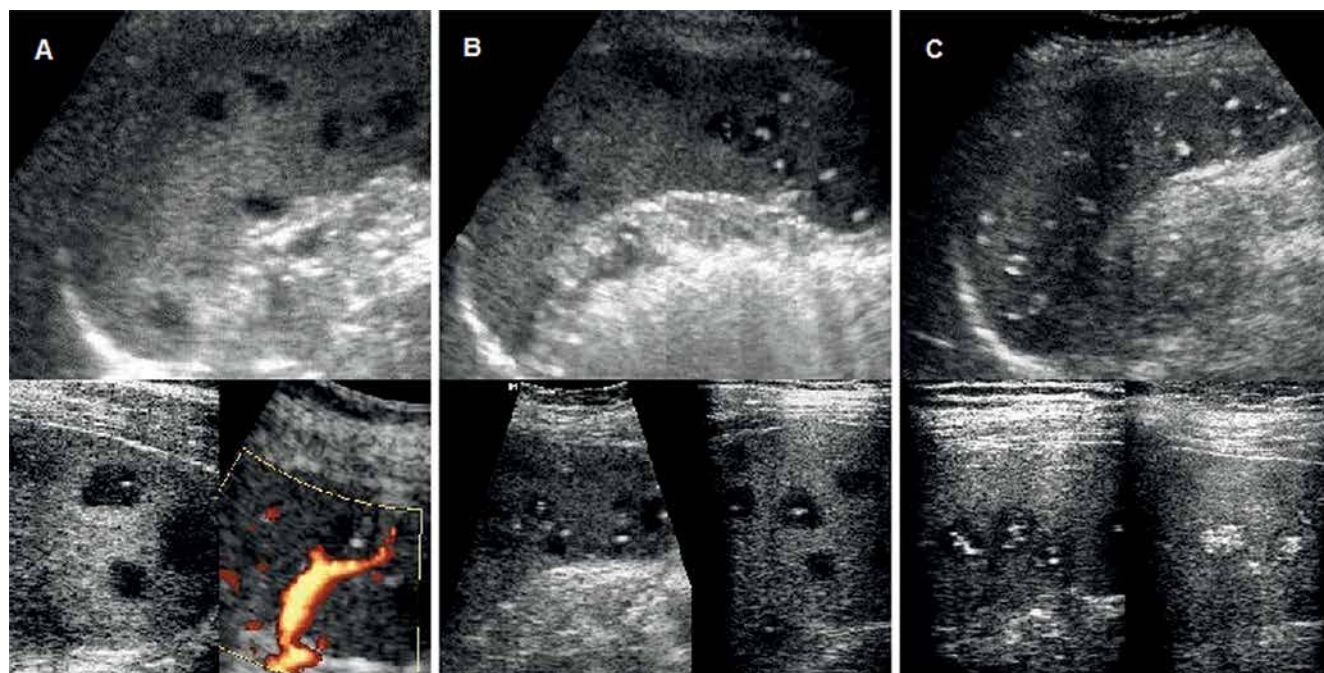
Ultrasound image of the splenic manifestation of suspected bartonellosis: A. disseminated, oval, anechoic and non-vascularized lesions 4 weeks after the onset of fever; B. more numerous lesions, most of which contain hyperechoic intrusions; some neighboring lesions fuse – 16th day of treatment; C. regression of the lesions with residual irregular calcifications – after 12 months of treatment*
